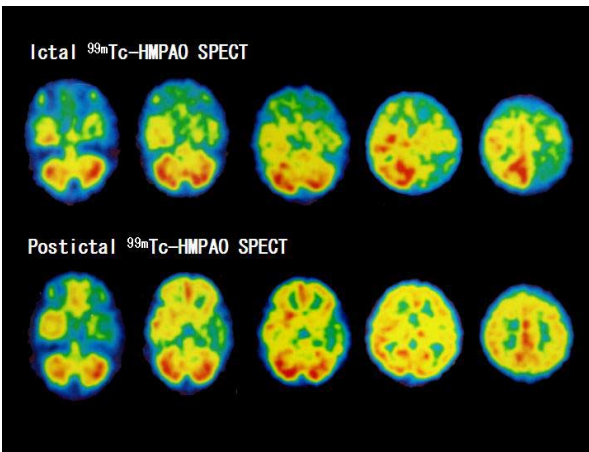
図 B 発作時(9歳4ヶ月時, 上段)および発作直後(下段)の^{99m}Tc-HMPAOによるSPECT脳血流量画像
